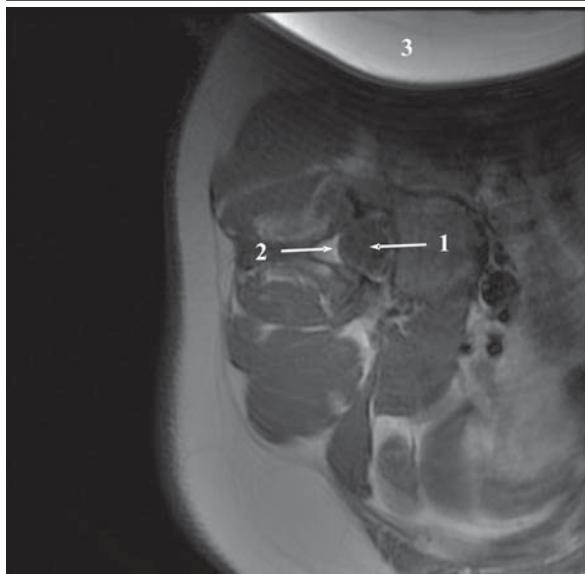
МР томография на уровне LIII и LII позвонков при функциональной спиральной деформации позвоночника; аксиальное T₁ взвешенное изображение:
